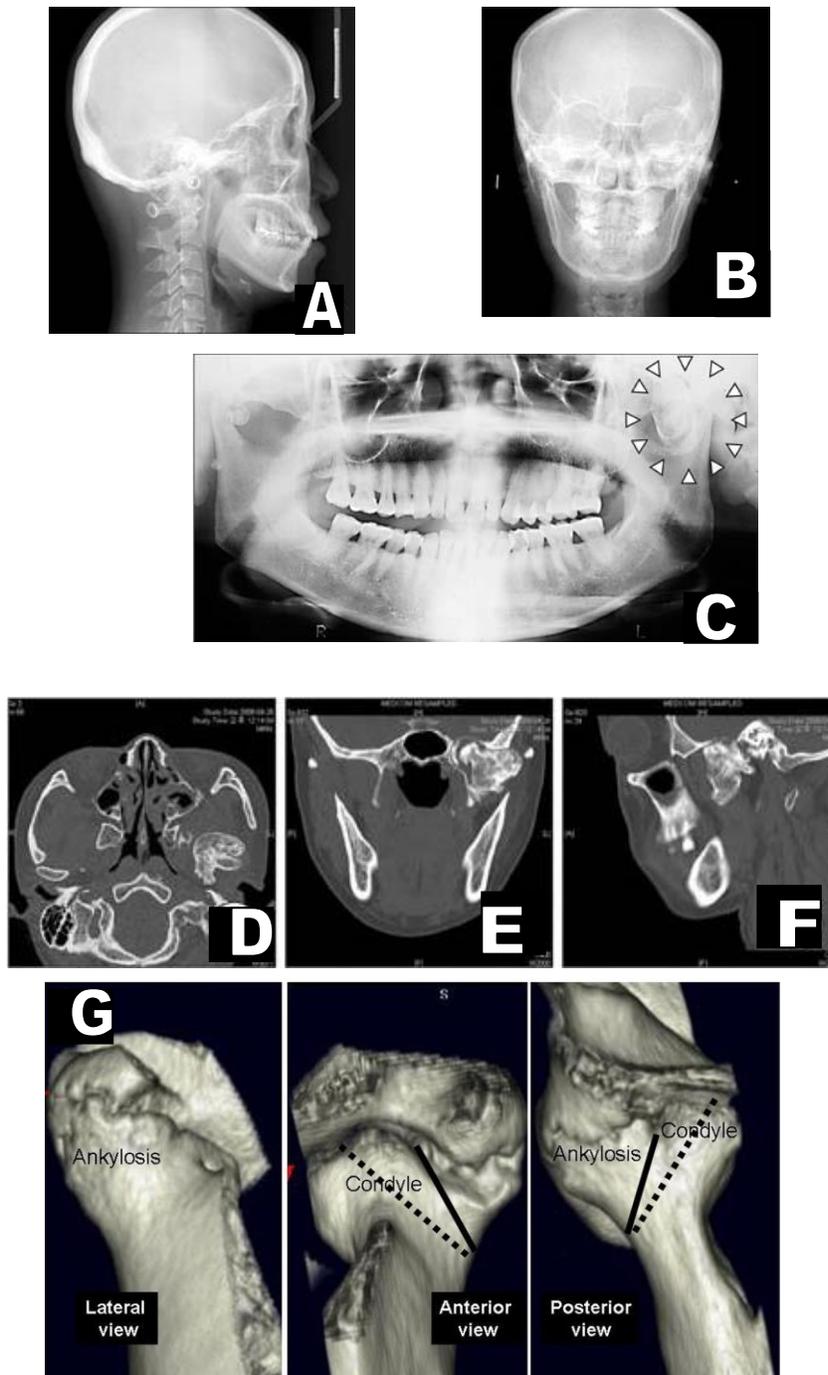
Estudios de imagenología para diagnóstico de anquilosis. A. Lateral de Cráneo B. Rx Posteroanterior C. Ortopantomografía D. Tomografía (Corte Axial) E. Tomografía (Vista Coronal) F. Tomografía (Vista Sagital) G. Reconstrucción 3D
